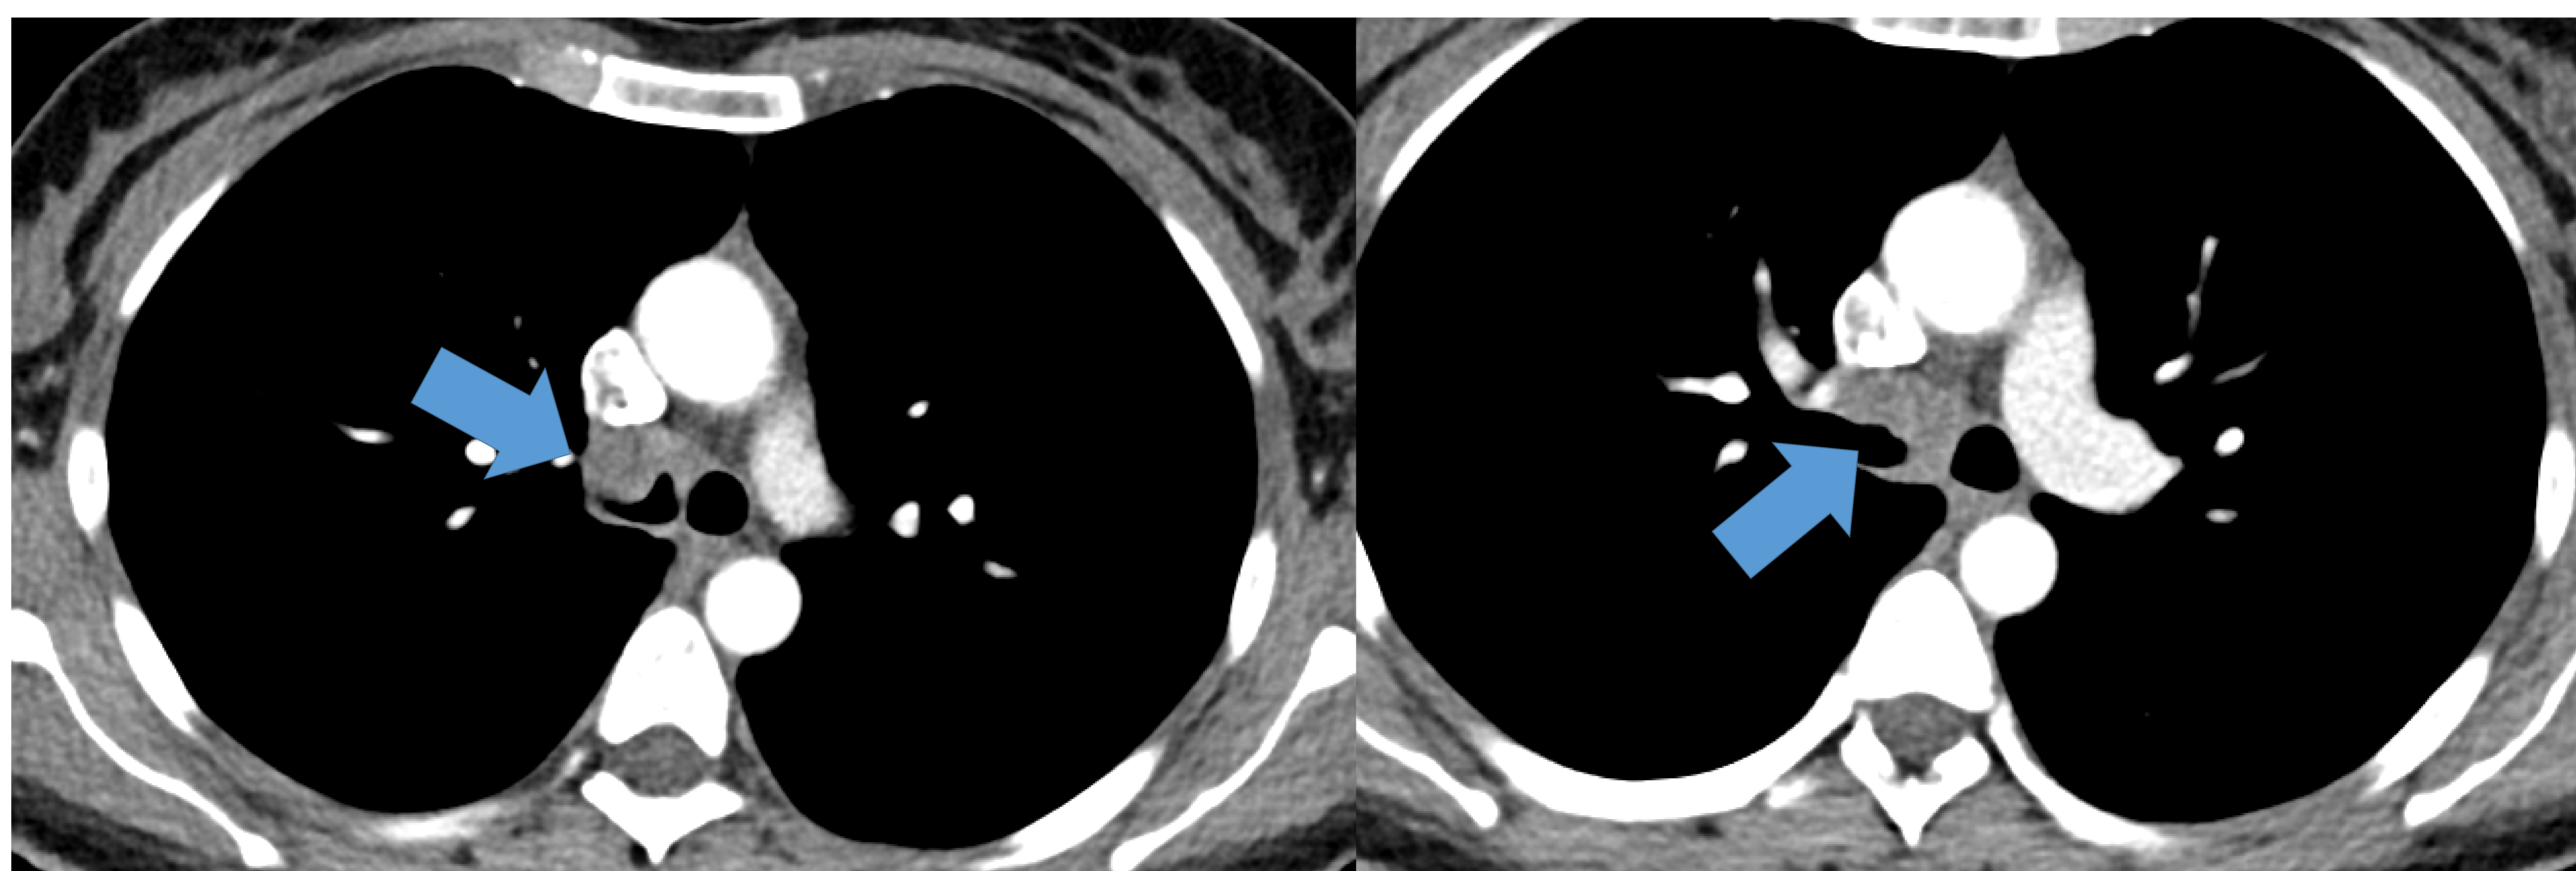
Mujer, 69 años con CAQ bronquial. Las imágenes axiales de TC con contraste muestran engrosamiento circunferencial de la pared y estrechamiento excéntrico del bronquio derecho (flechas). Se realizó biopsia guiada por broncoscopia. El resultado de la patología fue carcinoma adenoide quístico.
